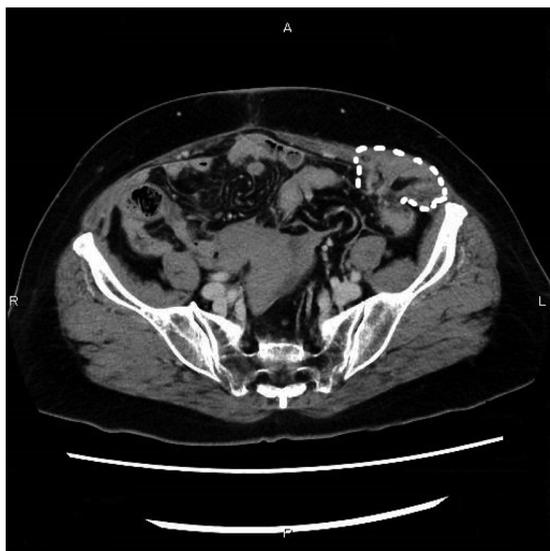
造影CT：左下腹部に筋膜の欠損を認め、再発腫瘍および周囲脂肪組織が嵌頓している（点線部分）
